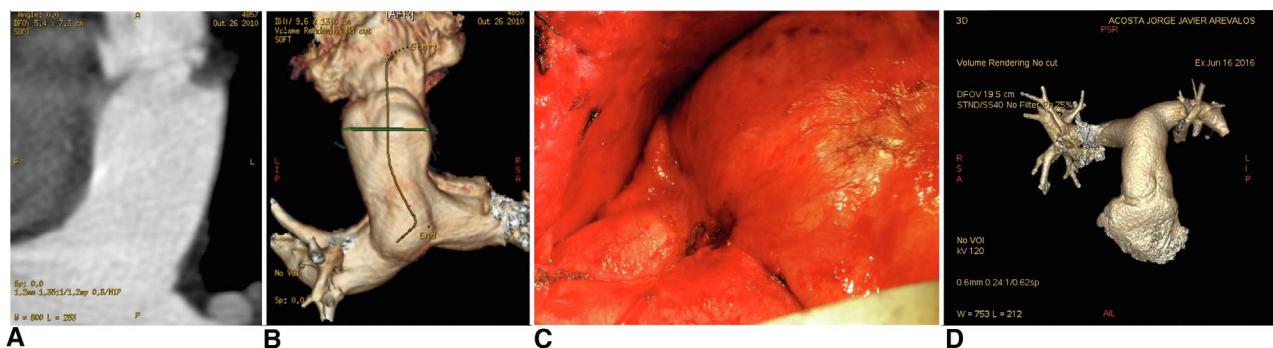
A, Computed tomography scan demonstrating mild to moderate stenosis at the proximal suture line, below the valvular plane. B, 3-D reconstruction of the same homograft. C, Surgical macroscopic appearance of this homograft during reoperation for autograft dysfunction. D, 3-D reconstruction of a homograft with circular extension, showing wide proximal anastomotic site. 3D, 3-dimensional.
